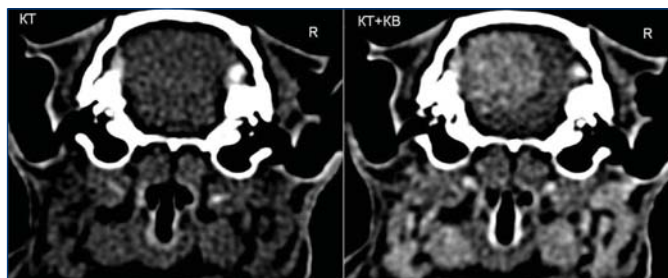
Визуализация интракраниального НО до контрастирования (КТ) и с внутривенным контрастированием йогексолом в дозе 1050 мг/кг (КТ + КВ)
